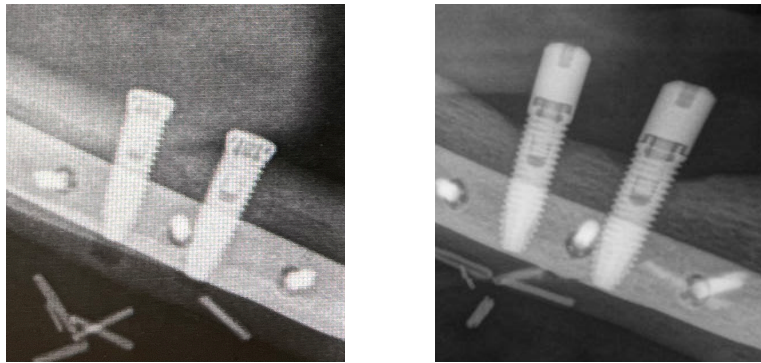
Figura n. 36. Dettaglio radiografico del rimodellamento osseo peri-implantare nel paziente 1.
